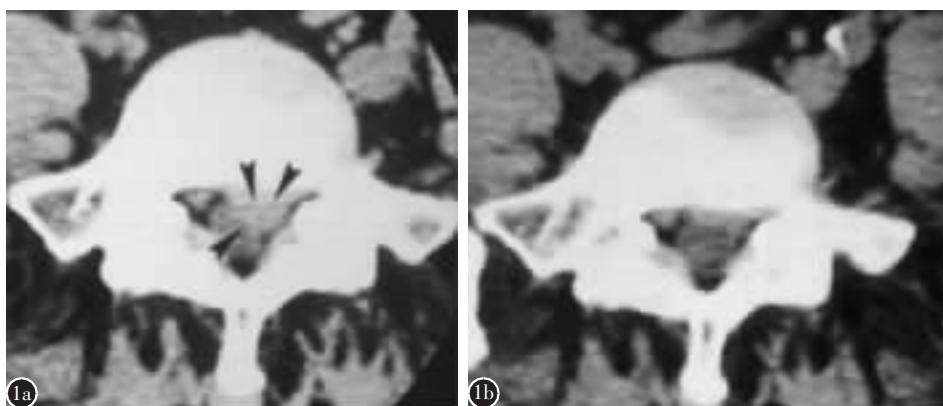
患者男性,47岁 a 术前 CT 示椎间盘突出严重 b 术后 6 个月 CT 示突出椎间盘大部分回纳
